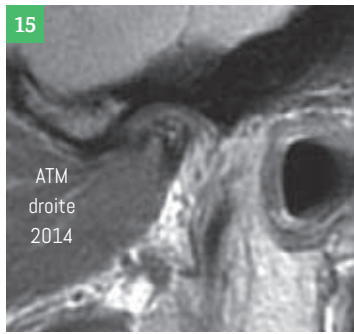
IRM droite et gauche : disque déplacé antérieur sans réduction. Absence de corticale osseuse. Géode osseuse.
